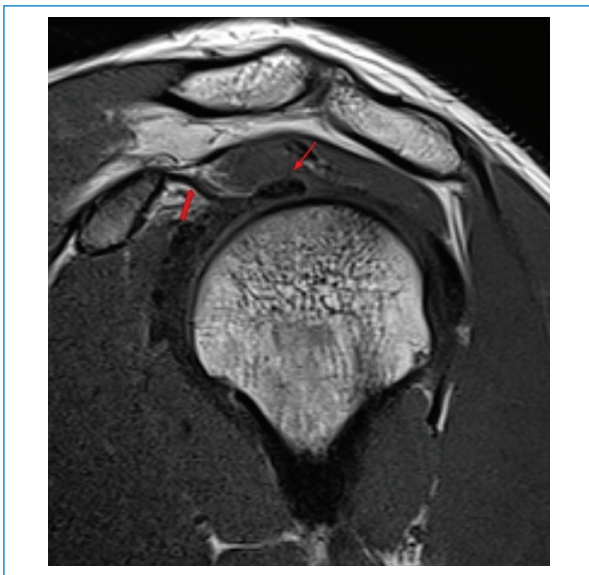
RM en secuencia DP, corte sagital. Se observan el ligamento coracohumeral (flecha gruesa) y el tendón del bíceps braquial (flecha fina).
